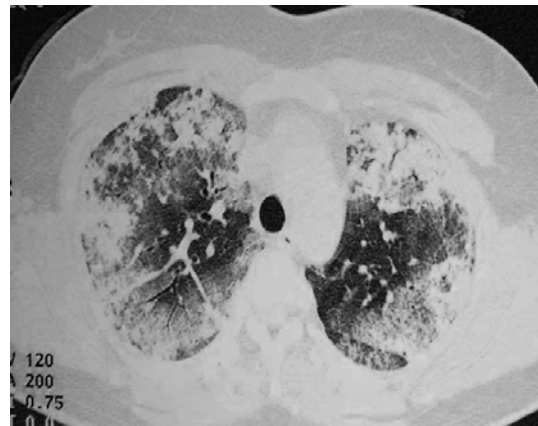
Chest CT scan shows a patchy nodular infiltration and ground-glass appearance in both lung fields.
